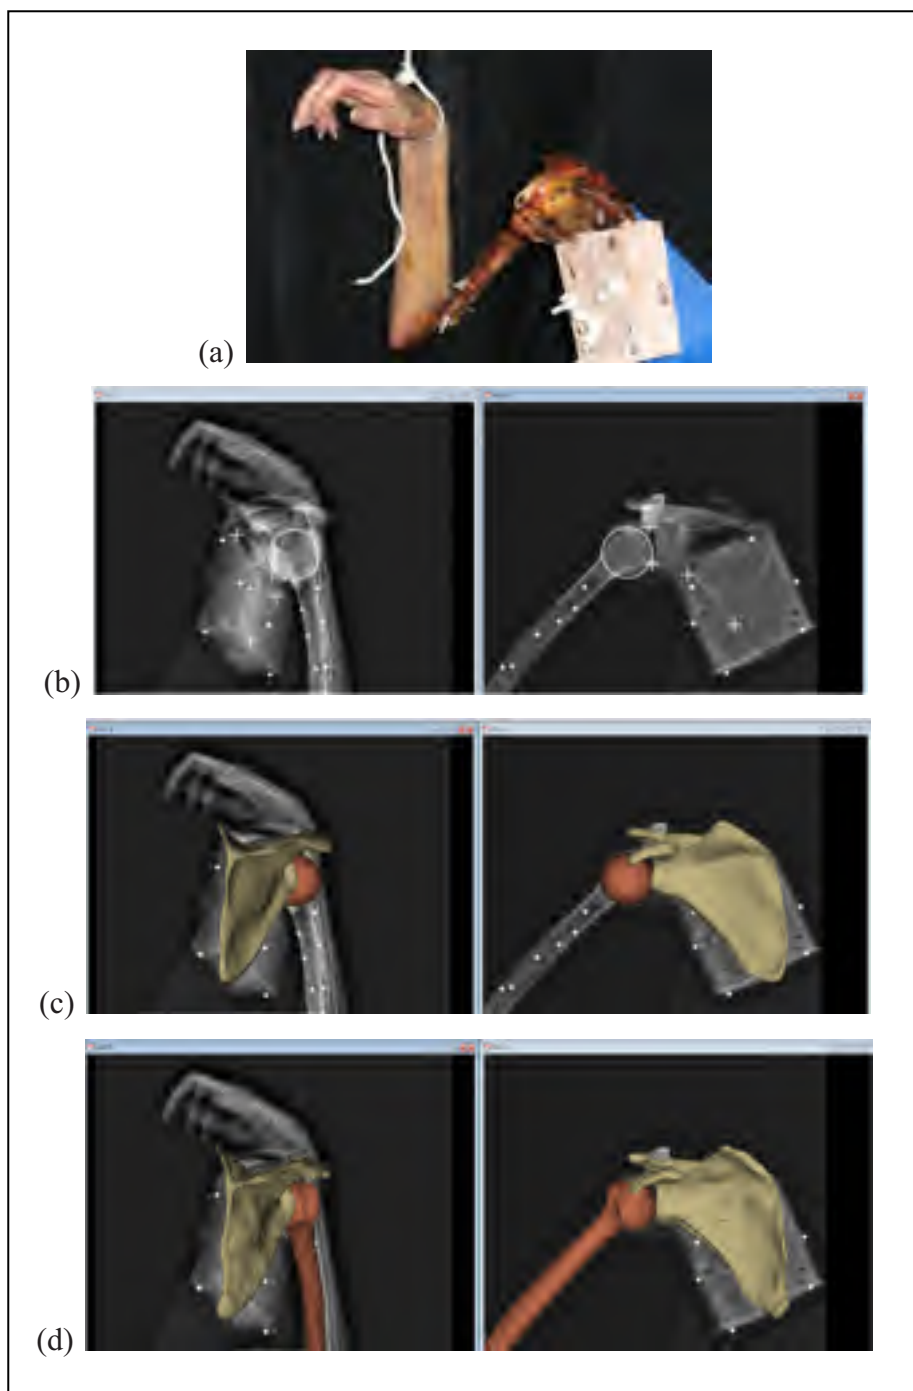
Radiographies du spécimen cadavérique à 30° d'élévation du bras.
